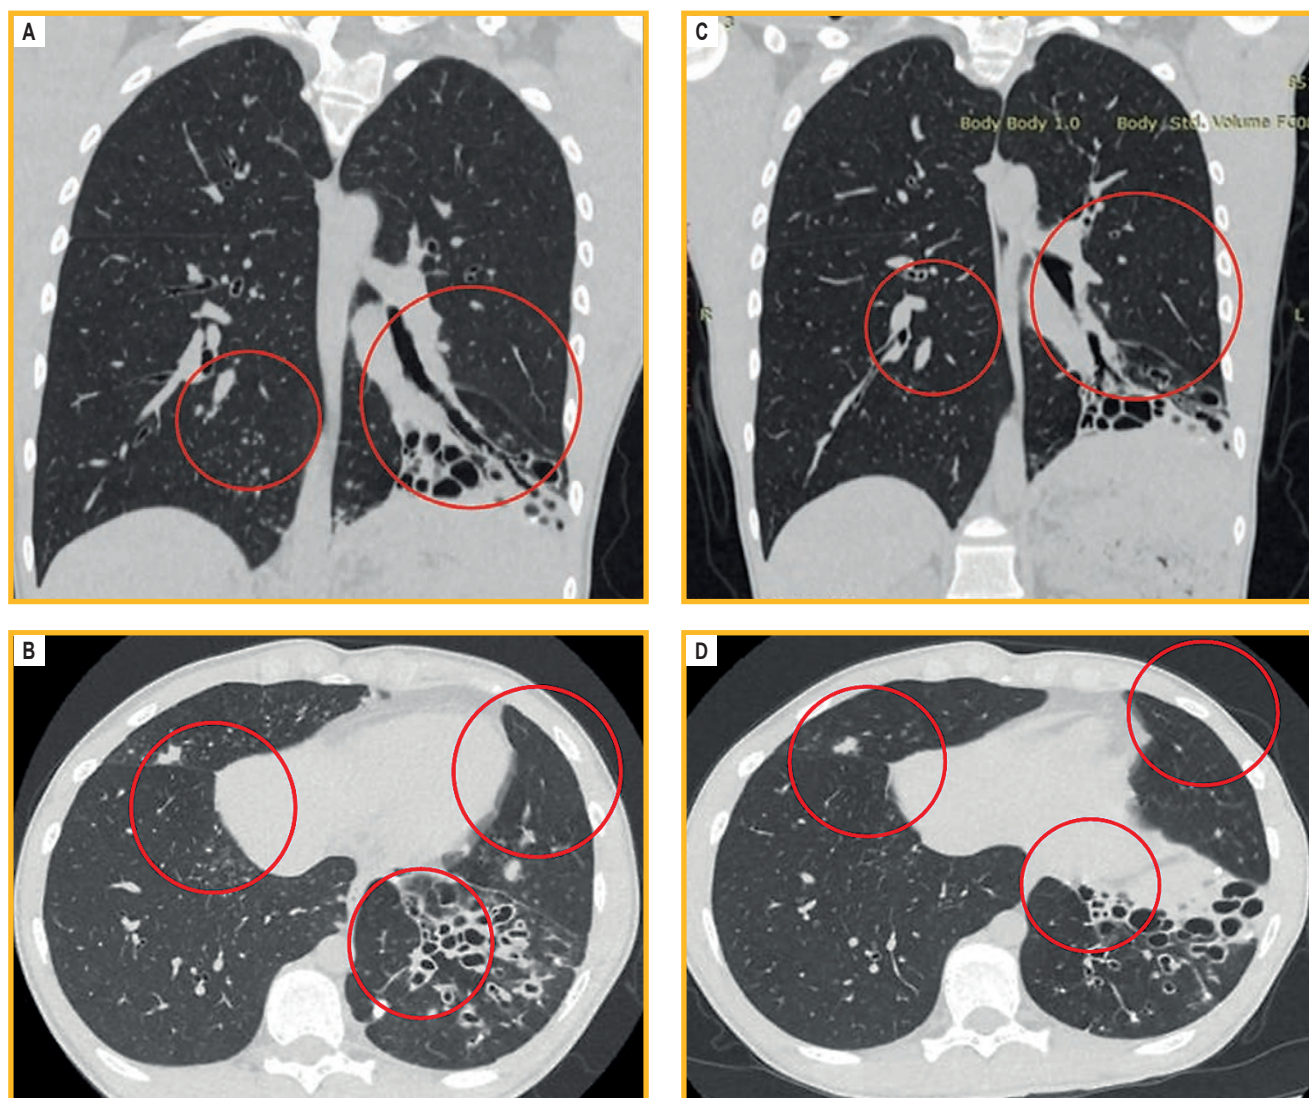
Компьютерная томография легких пациента Ю.: А — корональная проекция, В — аксиальная проекция (февраль 2025 г.); в С8, С9, С10 левого легкого субтотально определяются бронхоэктазы — как свободные, так и заполненные, просветы бронхов сближены. В средней доле С7, С10 правого и С4, С10 левого легкого определяются многочисленные бронхогенные очаги; С — корональная проекция; D — аксиальная проекция (октябрь 2025 г.). При динамическом наблюдении по сравнению с результатами компьютерной томографии органов грудной клетки от февраля 2025 г. отмечается выраженная положительная динамика: рассасывание бронхогенных очагов в легких
